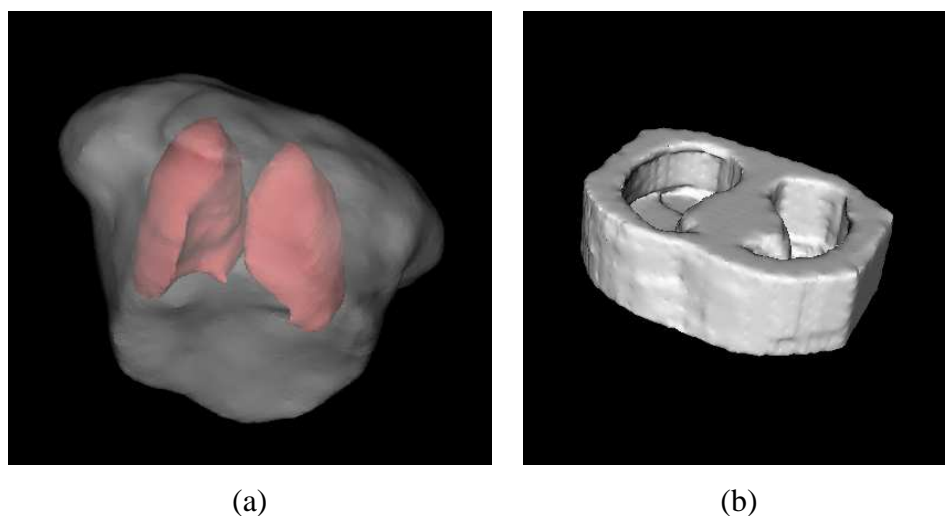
Segmentation des structures thoraciques à partir (a) de l'acquisition en IRM transverse, (b) de l'image TEP de transmission.
